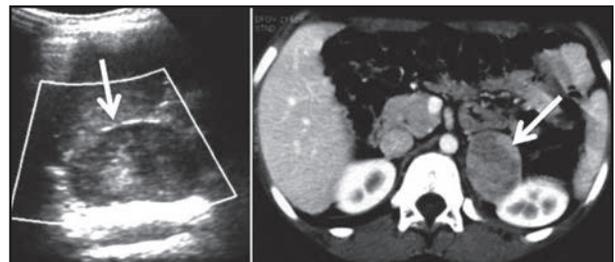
Niña de 13 años con signos de virilización (clitoromegalia y voz grave). El US de útero y ovarios es de características normales, en la inspección de regiones suprarrenales (a) se evidencia masa suprarrenal izquierda (flecha), en TC (b) corresponde a masa sólida vascularizada de 4 cm de diámetro (flecha), la cirugía demostró adenocarcinoma productor de andrógenos.
